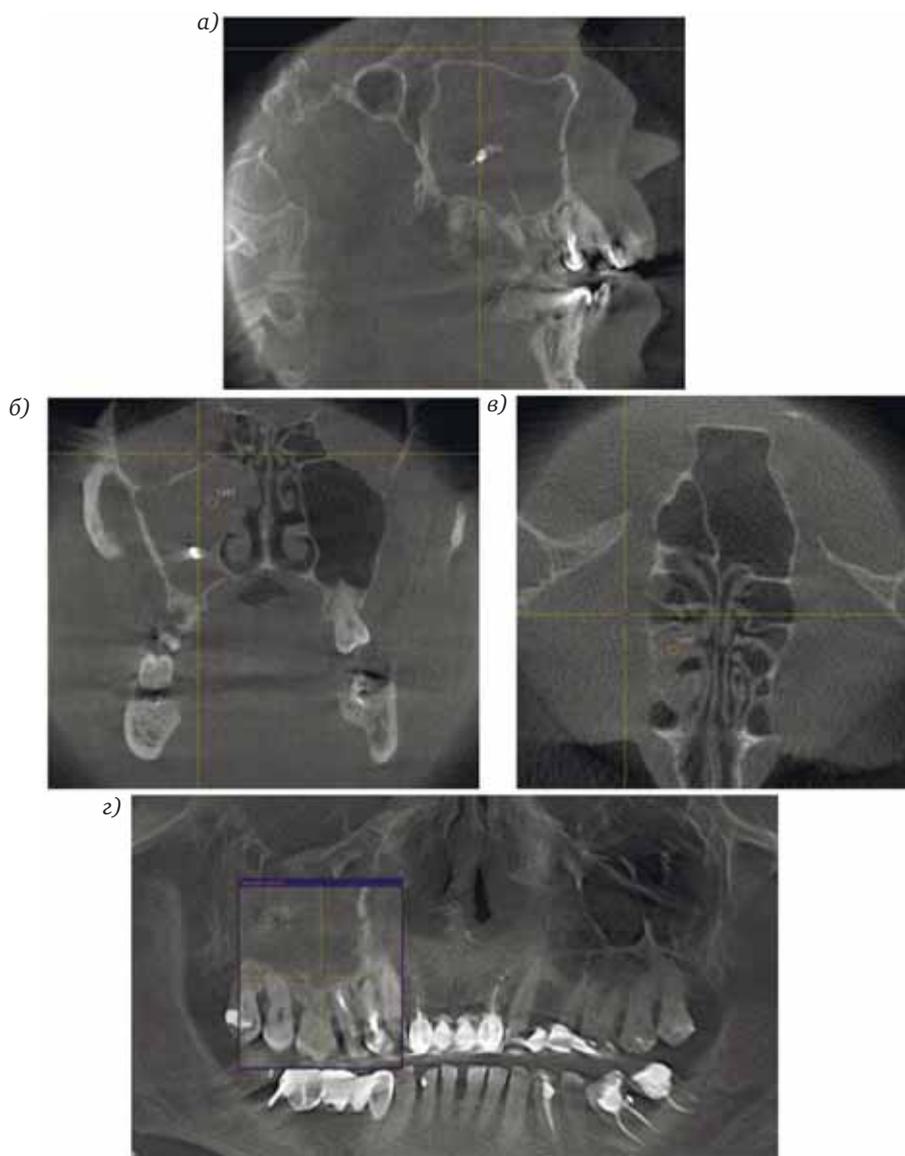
Б-ной Д., 56 лет, диагноз: хронический одонтогенный полипозный правосторонний гайморэтноидит, полипоз полости носа справа, инородное тело правой верхнечелюстной пазухи (пломбировочный материал). Цифровая объемная томография: в режиме трехмерной (а–в) рентгенографии – тотальное затемнение правой верхнечелюстной пазухи (полипозные разрастания), в средней трети синуса определяется рентгенопозитивное инородное тело (локальная денситометрия 3060), частично затемнены передние и средние клетки решетчатого лабиринта; в режиме «панорамная зонография» (г) – хронический гранулезный периодонтит 14, 15 зубов, нарушение целостности замыкательной пластинки дна правой верхнечелюстной пазухи в области 15-го зуба.
